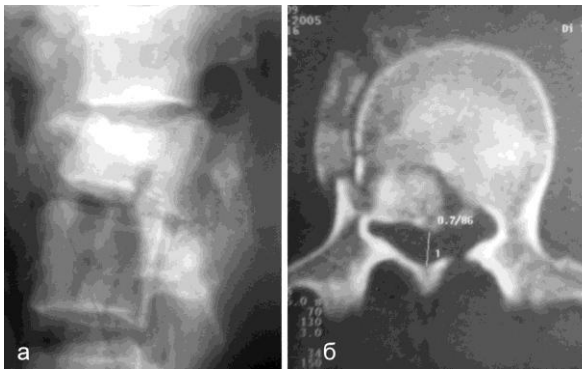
Рентгенограмма оскольчатого перелома L_I позвонка в боковой проекции (а) и компьютерная томограмма L_I позвонка (б) до операции
